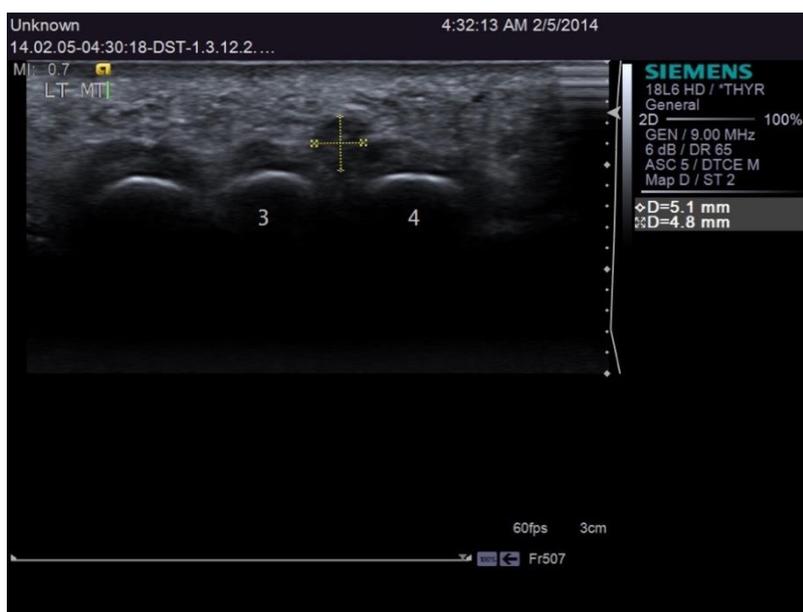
УЗИ, тыльный доступ, боковая компрессия стопы на уровне плюснефаланговых суставов
